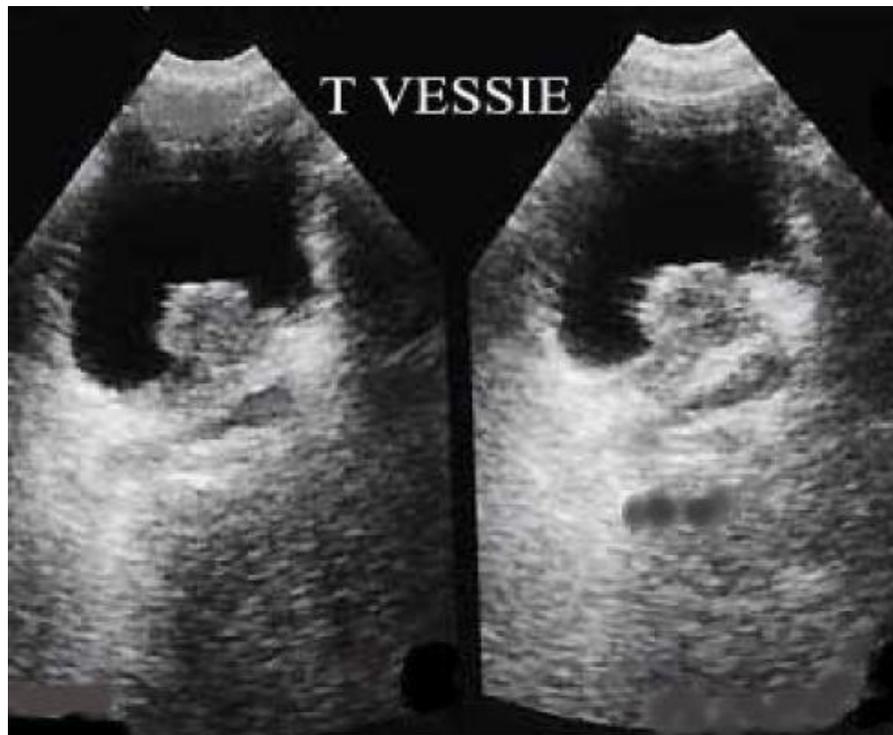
Image échographique d'une tumeur de vessie
